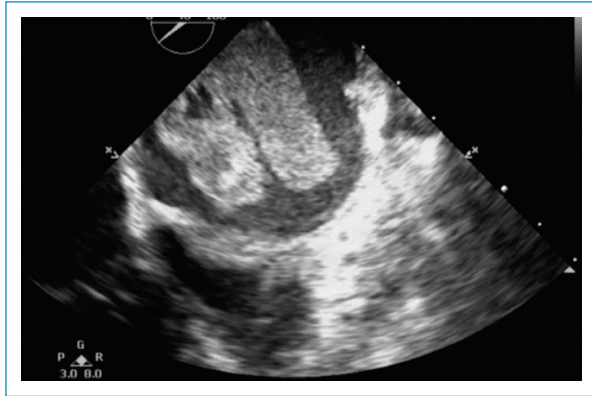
Ecocardiograma transesofágico en el que se aprecia masa lobulada de ecogenicidad intermedia y quistes en su interior, adherida al aspecto posterior de la aurícula izquierda.
